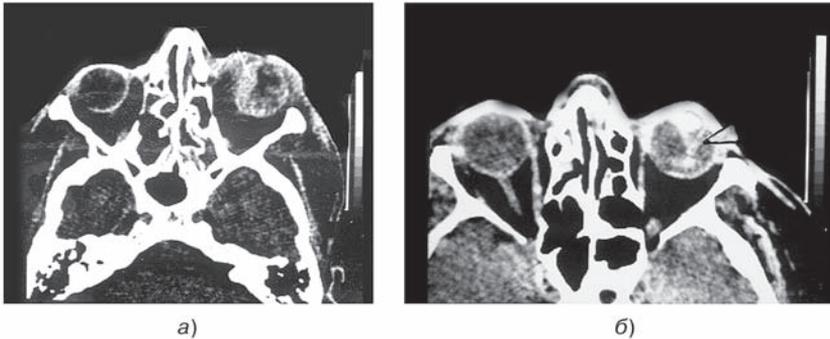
Компьютерная томограмма глазниц больного К. в аксиальной плоскости через 4 часа после контузии правого глаза. В стекловидном теле правого глазного яблока во внутренних его отделах, примыкая к оболочкам, имеется однородное с четкими контурами образование плотностью 58 НУ — внутриглазное кровоизлияние (гемофтальм 1-й стадии).
